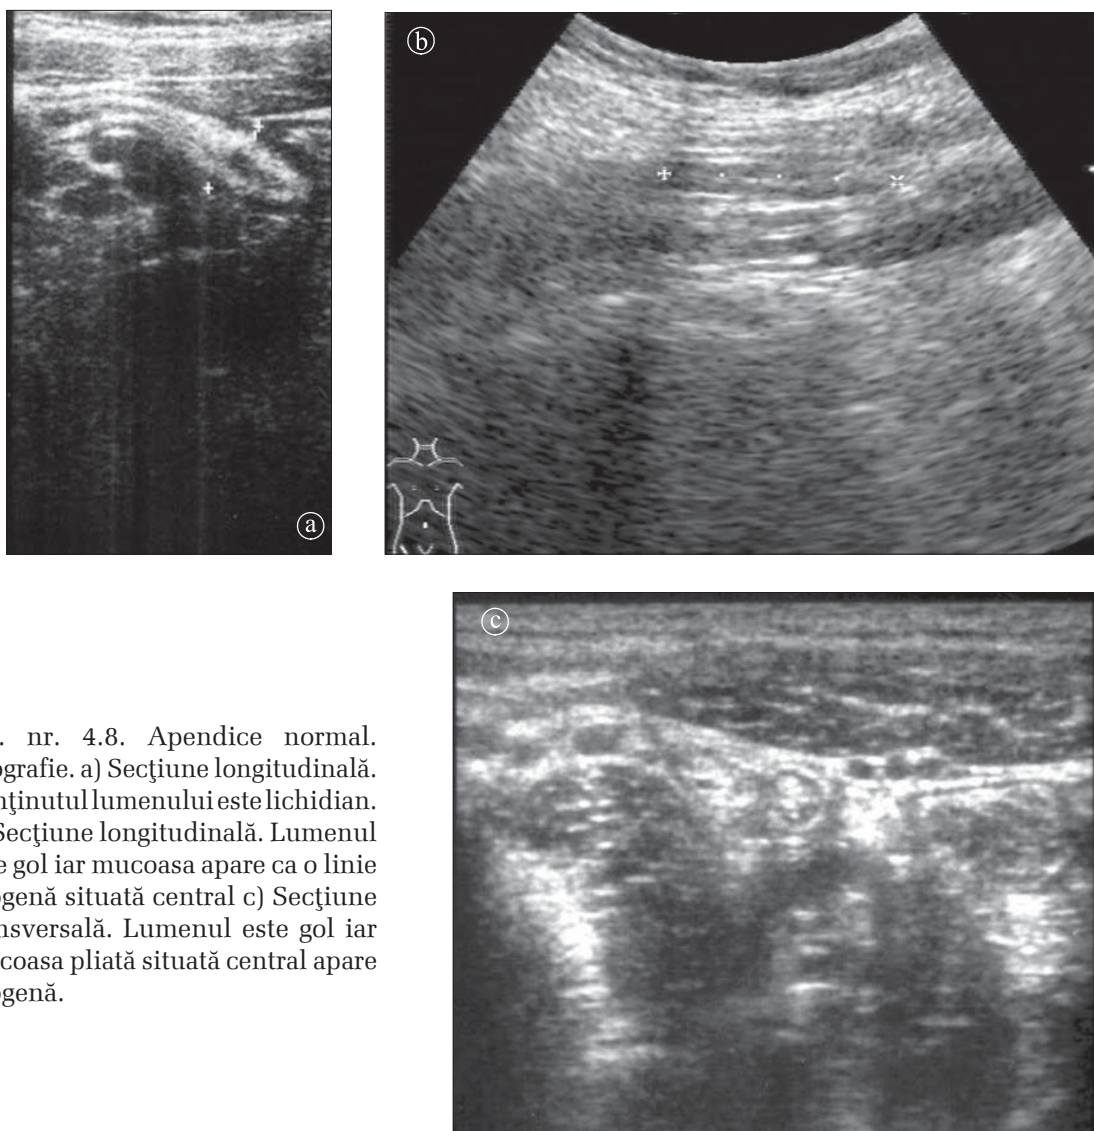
Apendice normal. Ecografie. a) Secțiune longitudinală. Conținutul lumenului este lichidian. b) Secțiune longitudinală. Lumenul este gol iar mucoasa apare ca o linie ecogenă situată central c) Secțiune transversală. Lumenul este gol iar mucoasa pliată situată central apare ecogenă.
